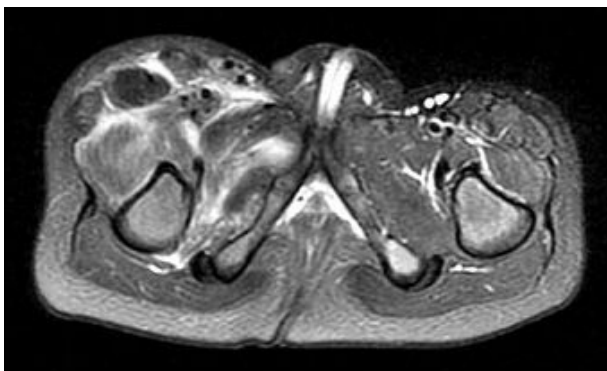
Magnetic resonance imaging (MRI) of the patient shows extensive muscle and fascia swelling, muscles around the right hip and anterior thigh, chiefly quadriceps and adductor muscles.
